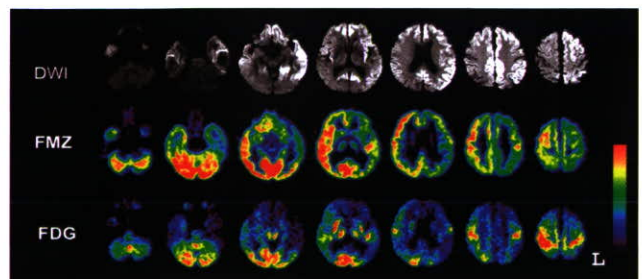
症例 3 の形態機能画像。FMZ: flumazenil PET 所見。他の略語は図 5 と同じ。DWI 高輝度にほぼ一致し、FMZ の低下を認める。FDG の低下はより高度、広範囲である。
